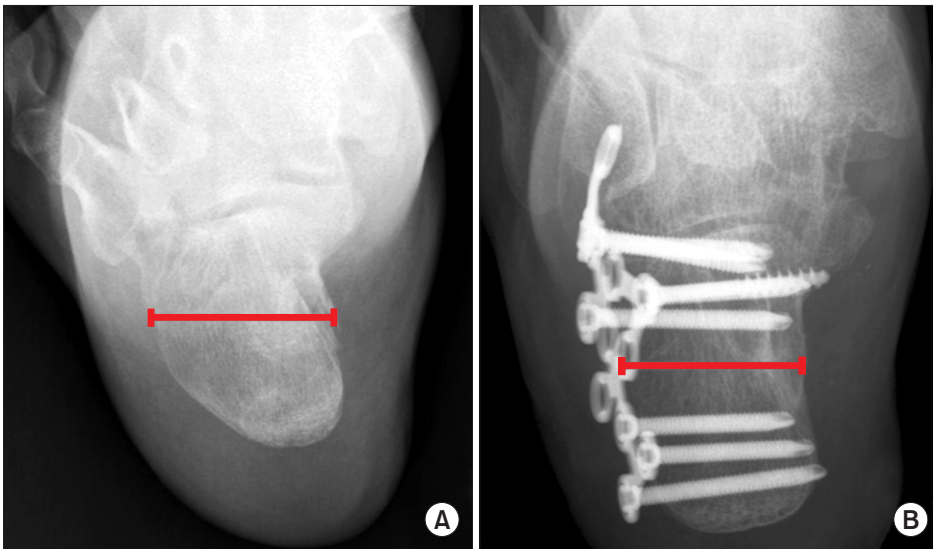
Preoperative (A) and postoperative (B) axial radiographs show fracture width. Fracture width is measured as the widest part of calcaneus.
